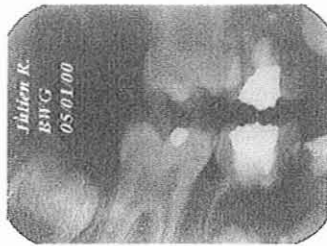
Bitewings droit et gauche – Observation n°3
